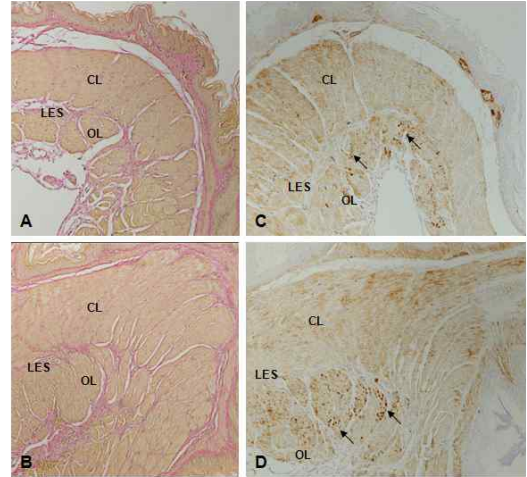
The repair effect of lower esophageal sphincter by BT.
